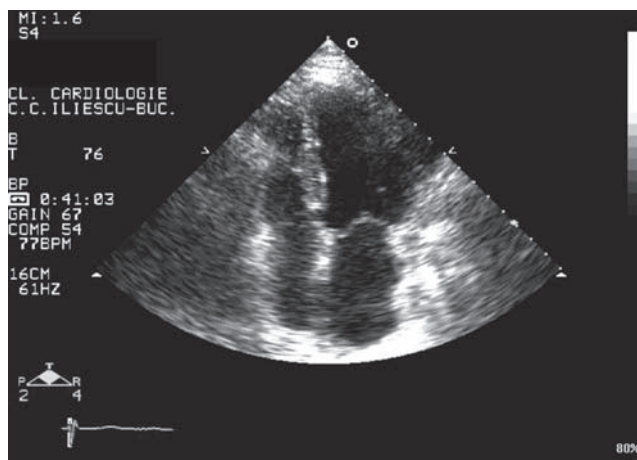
Ecocardiografie transtoracică (la 3 luni de la examinarea inițială). Incidență apical 4 camere. Cavitățile cardiace drepte sunt de dimensiuni normale.
